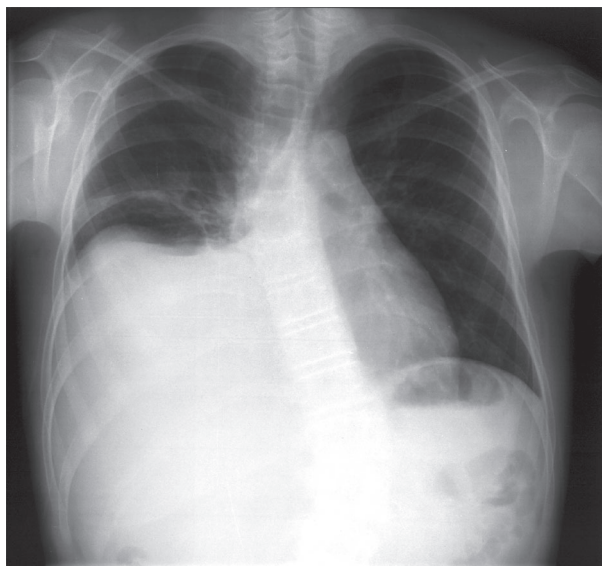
Caso 2 -Radiografia simples do tórax, revelando considerável derrame pleural à direita
